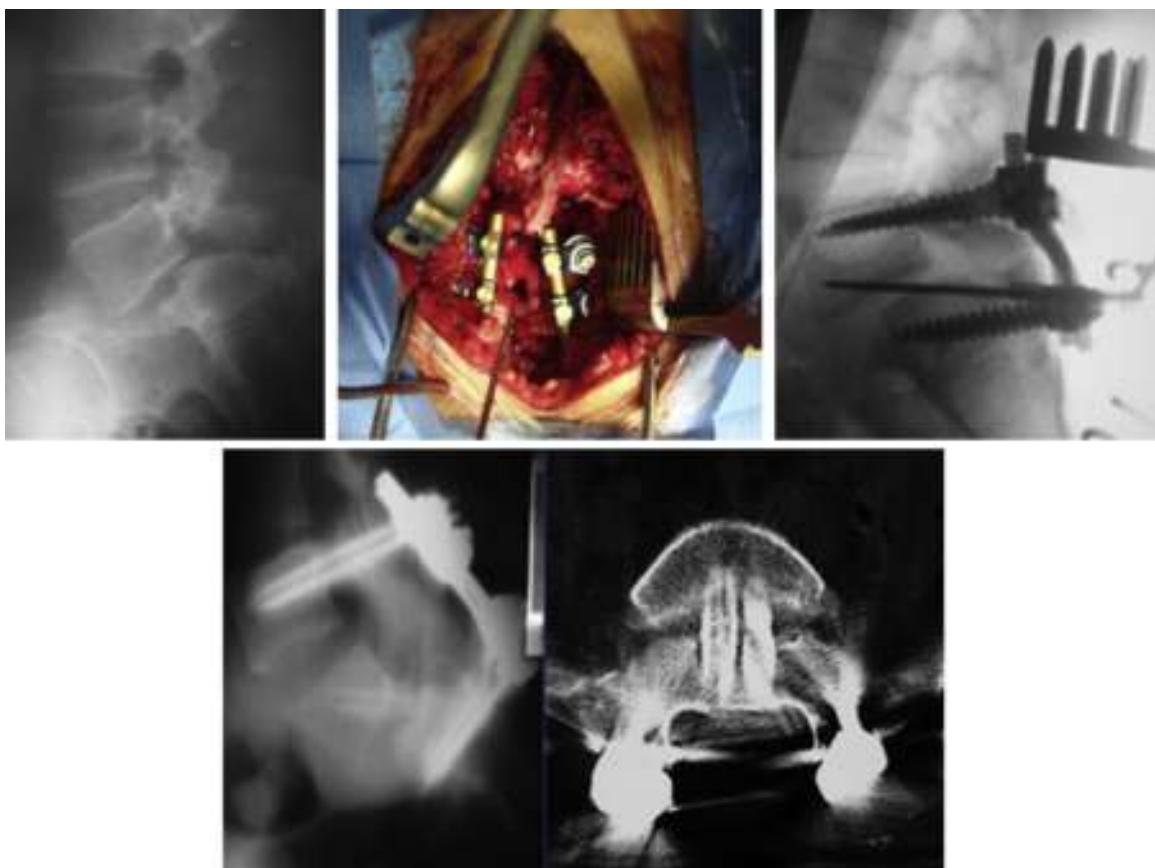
Artrodesis L5-S1 para espondilolistesis de alto grado. A) Paciente con listesis L5-S1 de alto grado. B y C) Perforación transdiscal por vía posterior con visión fluoroscópica. D) Imagen de tomografía computarizada de la artrodesis intercorporal en el segmento.
